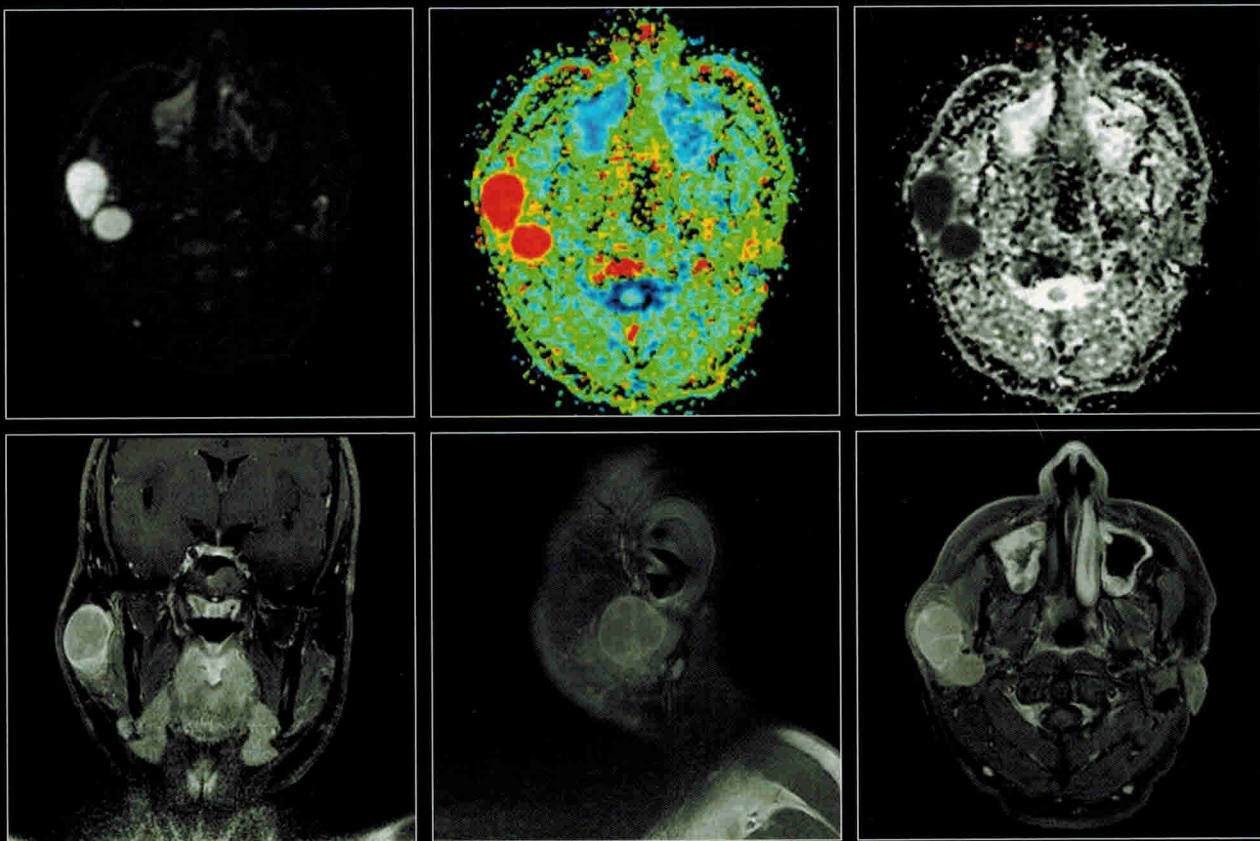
МРТ пациента Г. 21 года (продолжение)
